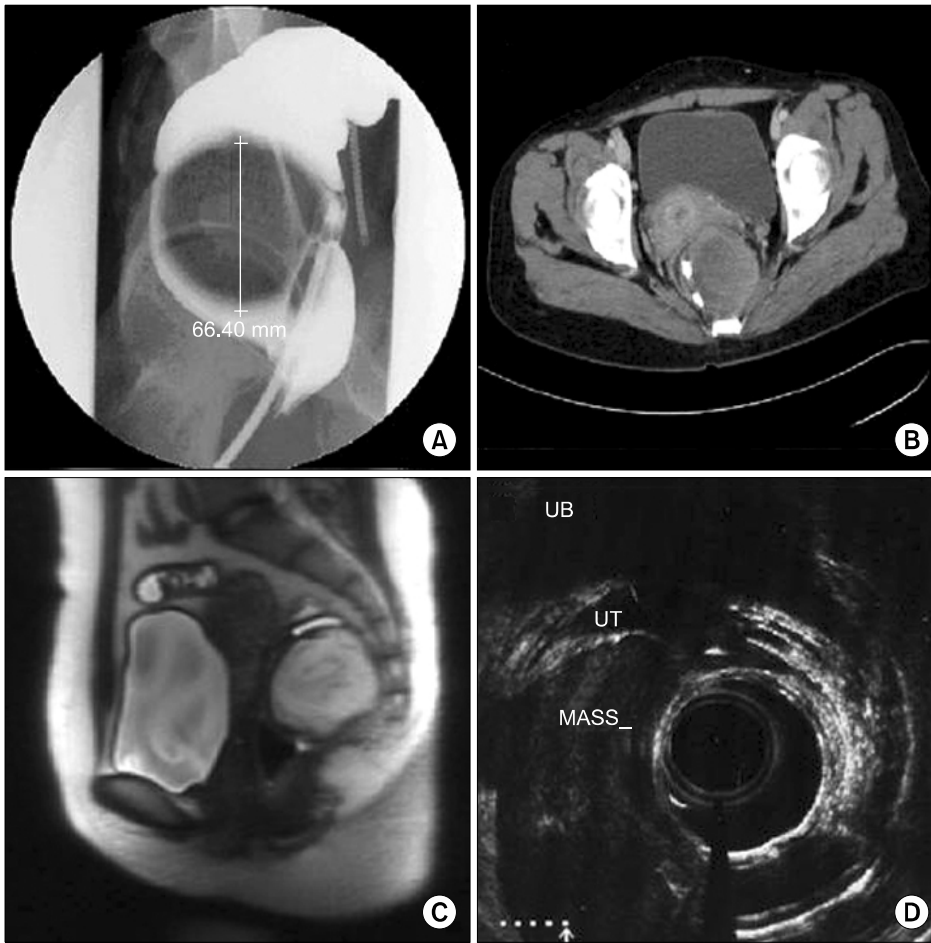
(A) Barium-enema finding of Retrorectal tumor. Smooth mucosal surface and extrinsic compression are noted. (B) Pelvic CT shows well-marginated and encapsulated retrorectal mass. (C) Rectal MRI shows cystic mass on retrorectal area. (D) Transrectal ultrasonography (TRUS) of extrarectal mass.
